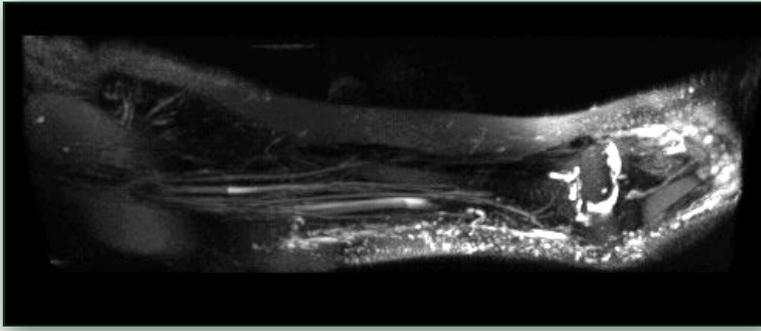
MRT Lymphographie eines Armes mit vermehrter Lymphödemsammlung und vergrößerten Lymphgefäßen bei sekundärem Lymphödem nach Brustkrebs, Ausräumung der Lymphknoten in der Achselhöhle und Bestrahlung (Kooperation Prof. Janka, Radiologisches Institut, Direktor: Prof. Dr. med. Michael Uder).
